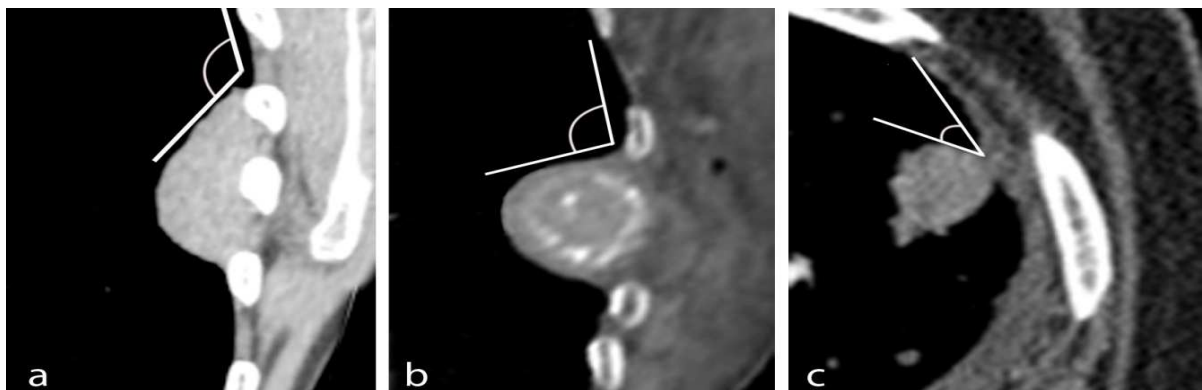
(a) Lesiones pleurales por TC. (b y c) Lesiones extrapleurales por TC.
